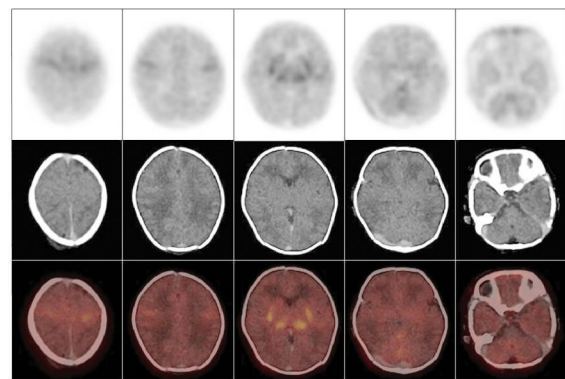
轻度缺血缺氧性脑病患儿 ^{18}F -FDG PET/CT 脑显像图
